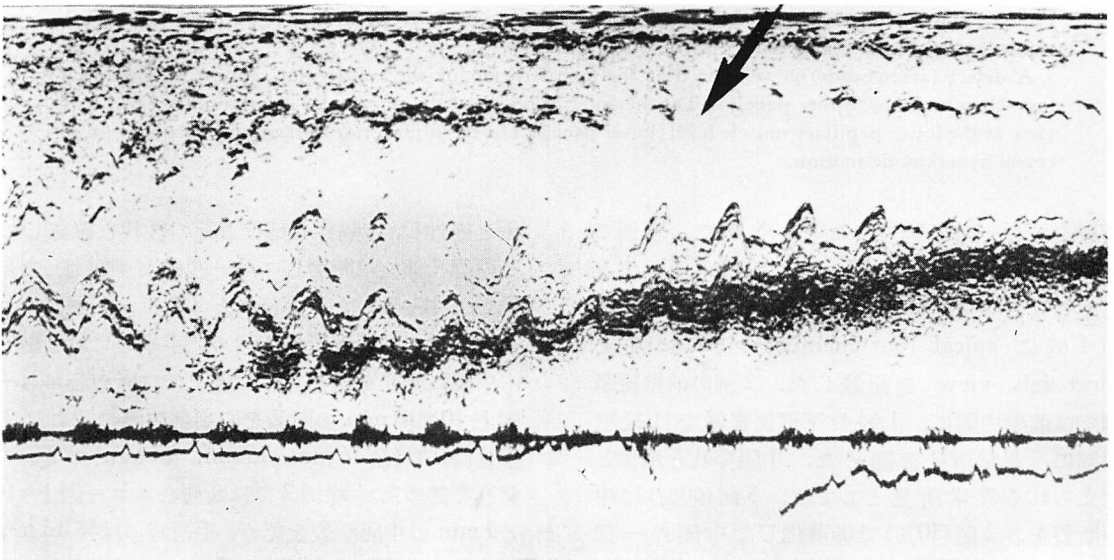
M-mode echocardiogram (patient 1).
